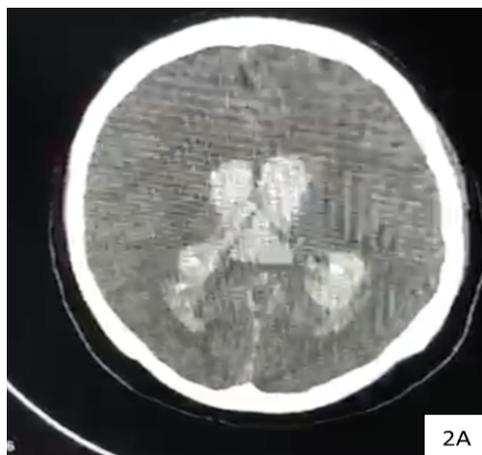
TAC De cerebro simple postsangrado.
